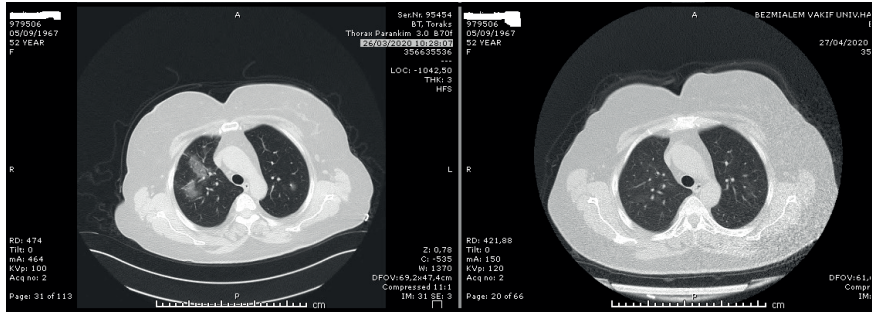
Bezmialem de takip edilen ve uzun süre oksijen desteği alan hastamızın bir ay ara ile çekilen kontrastsız toraks BT sindeki düzelmeyi görmektesiniz.
